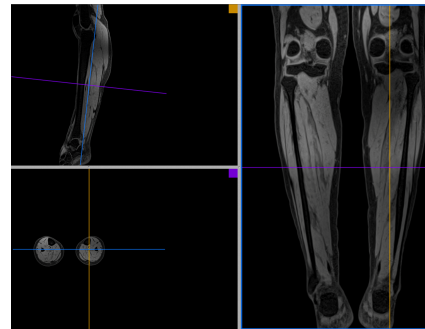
MRI - Fat-saturated multi-planar of the whole legs of the subject obtained from a high resolution 3D fast dual-echo sequence (Dixon [19], [20]). Imaging parameters were as follows: repetition time (TR) 6.94 ms 2.45 ms 3.675 ms 5.69 ms, echo time (TE) 2.45 ms / 3.675 ms, flip angle 9 degrees, field of view (FOV) 330 mm x 330 mm, acquisition matrix 320 x 320, number of partitions 176, bandwidths 500/820 Hz/pixel, parallel acquisition acceleration factor 2 (grappa technique). The scan time per step was 3 min 24 sec. Subjects were imaged in supine feet first position with the arms along the body. Care was taken to avoid any compression of the leg muscle on the MR table when positioning the subject.
